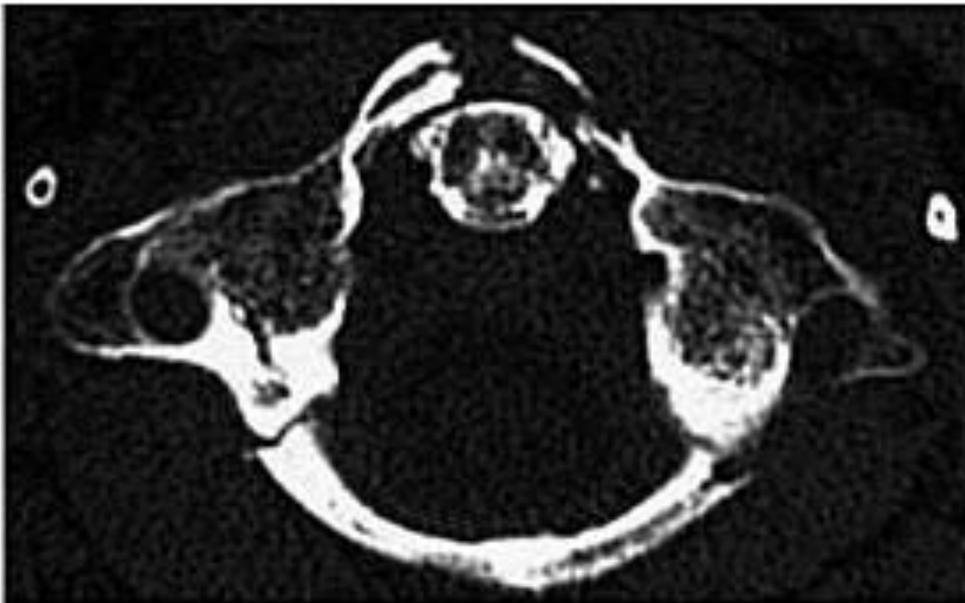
CT-Darstellung einer Fraktur des vorderen und hinteren Atlasbogens⁵¹
